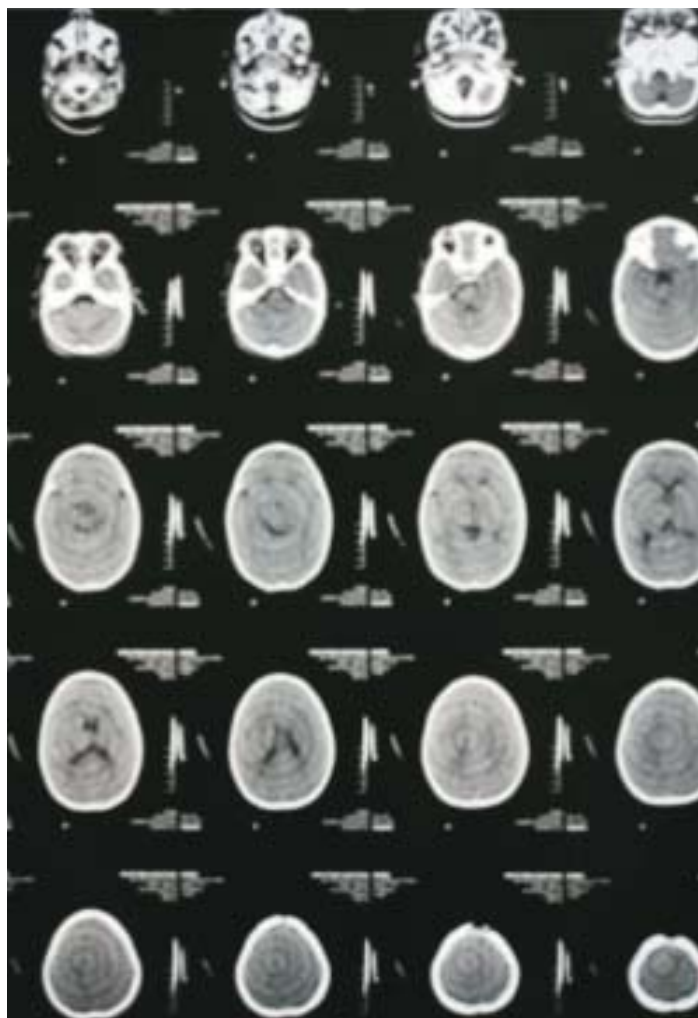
Tomografía axial computarizada de cráneo sin alteraciones.
